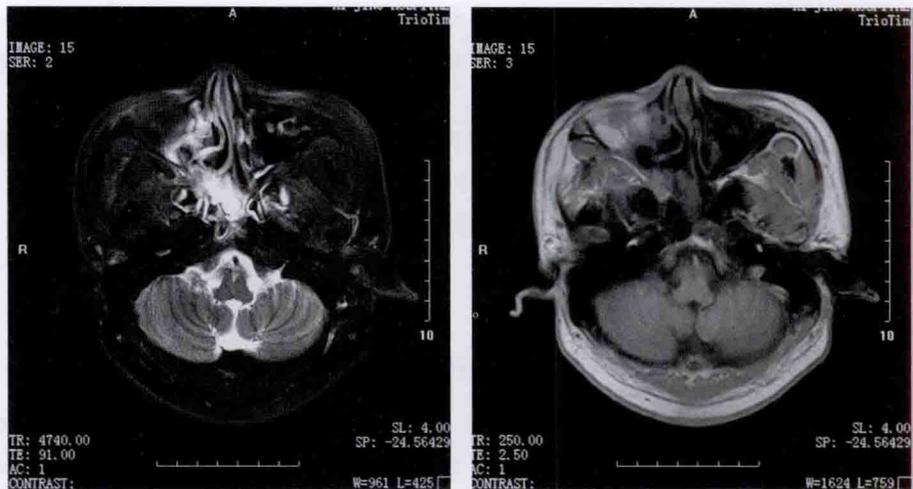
鼻窦横纹肌肉瘤化疗后 MRI 表现
